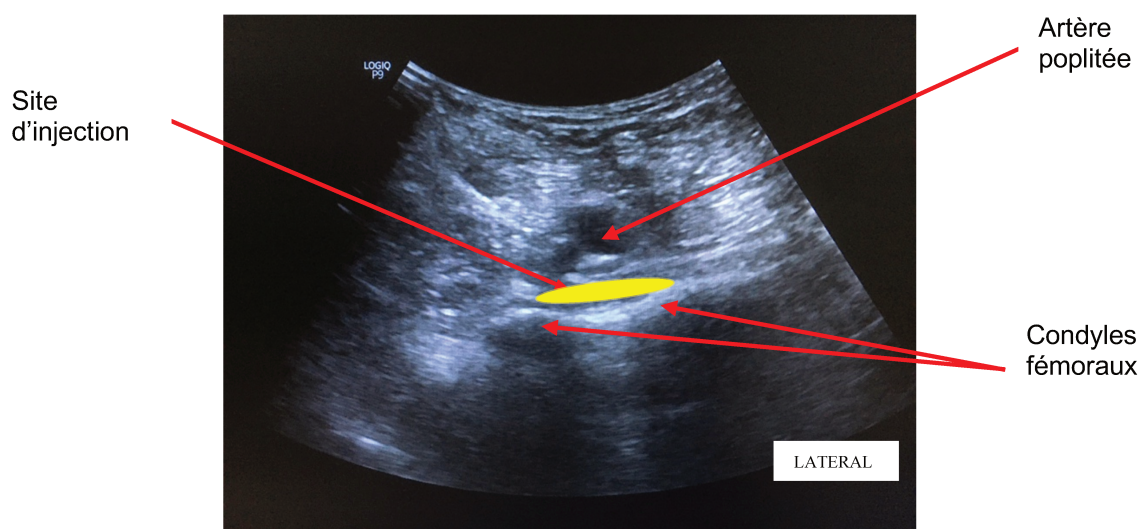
Image échographique de l'IPACK
